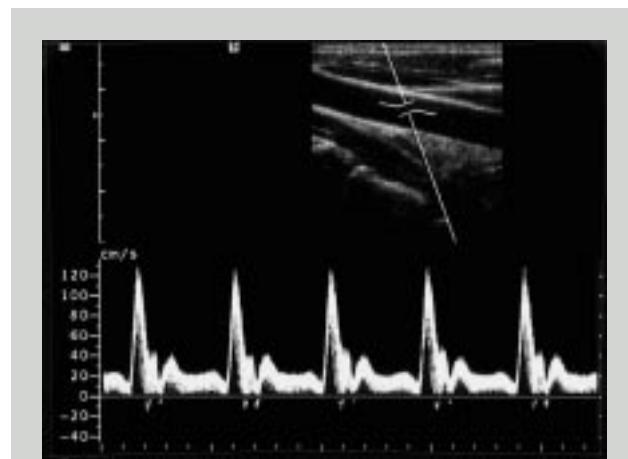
Duplex skanning fra a. carotis interna. Øverst ses B-mode billede med Doppler-gate midt i karret. Nederst ses spektralanlysen fra Doppler-gate. Flow-informationer fra de sidste fem hjertecykler er med på billedet.
